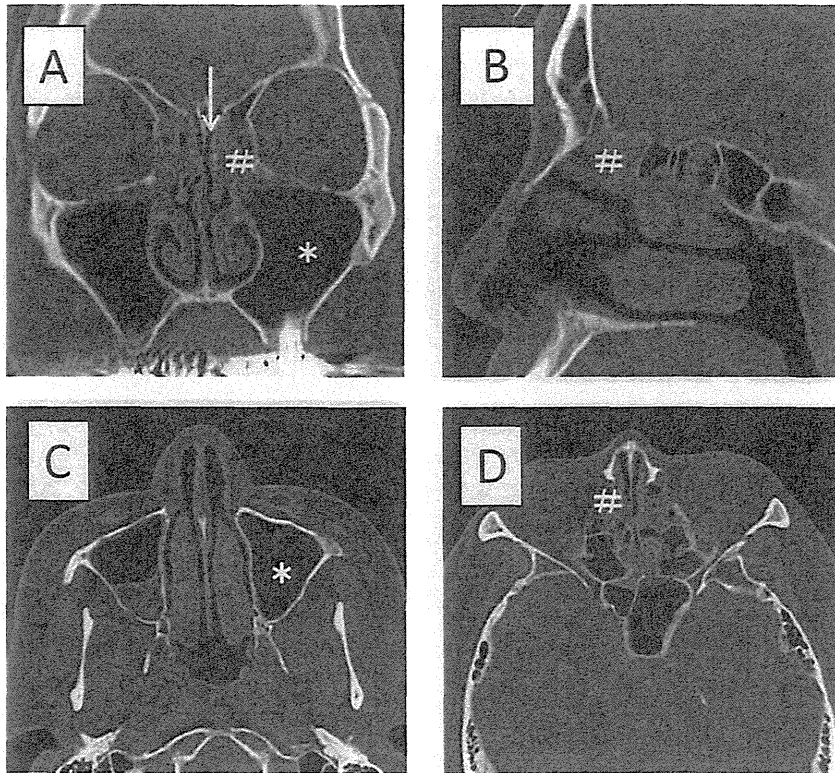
非好酸球性副鼻腔炎（アレルギー性鼻炎合併）の CT 画像
